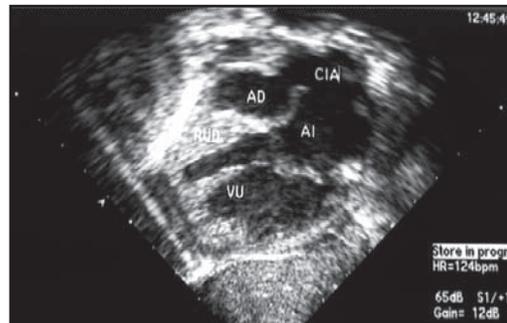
Ecocardiograma en el que se observa la CIA permeable
